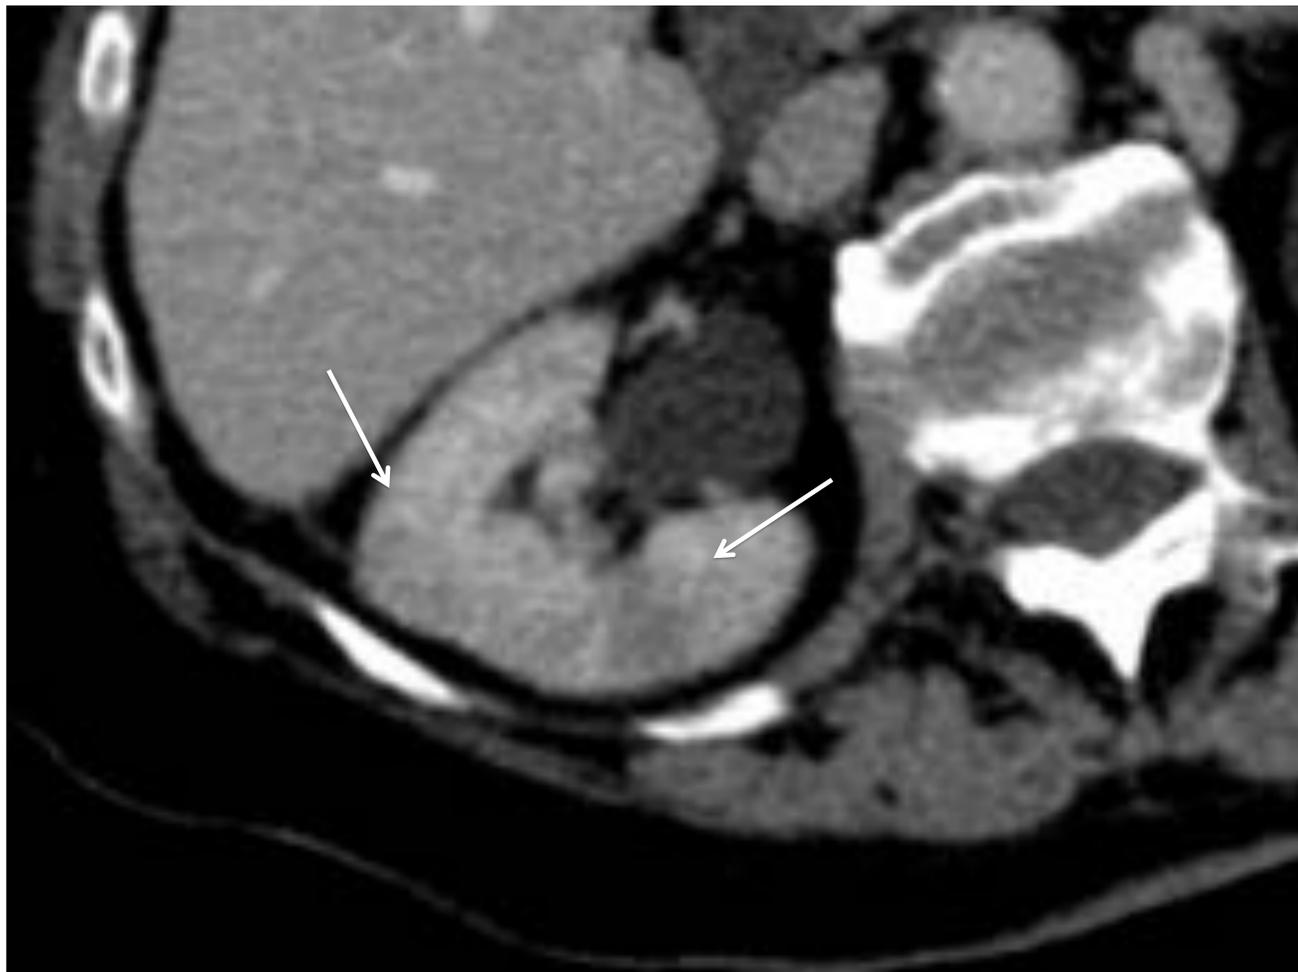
Pielonefritis aguda en paciente de 36 años con leucemia mieloide aguda. Corte axial de TC abdominopélvica en fase portal que muestra áreas de hipocaptación en cuña en el parénquima renal (flechas).
